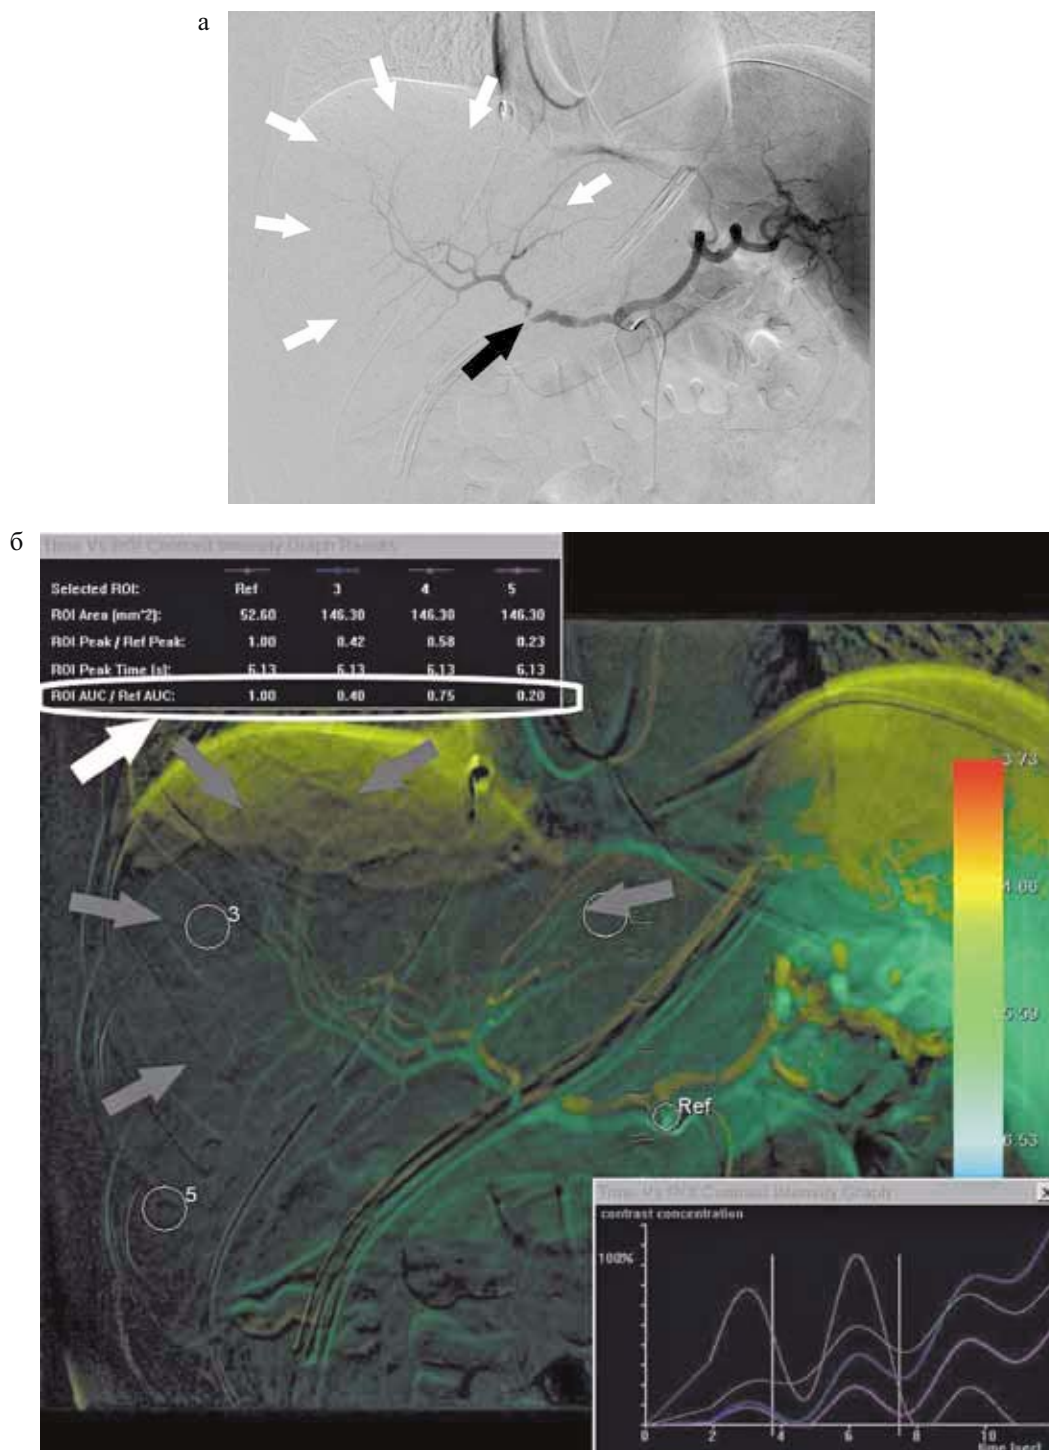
а – целиакография: визуализируется гемодинамически значимый стеноз на уровне общей печеночной артерии – черная стрелка; обеднение артериальной архитектоники на сегментарном уровне – белые стрелки; б – перфузионное исследование печени: обеднение артериального наполнения на уровне сегментов и субсегментов – серые стрелки; значимое снижение перфузии (ROI AUC/Ref AUC) в проекции SII, SVI, SVII – белая стрелка
